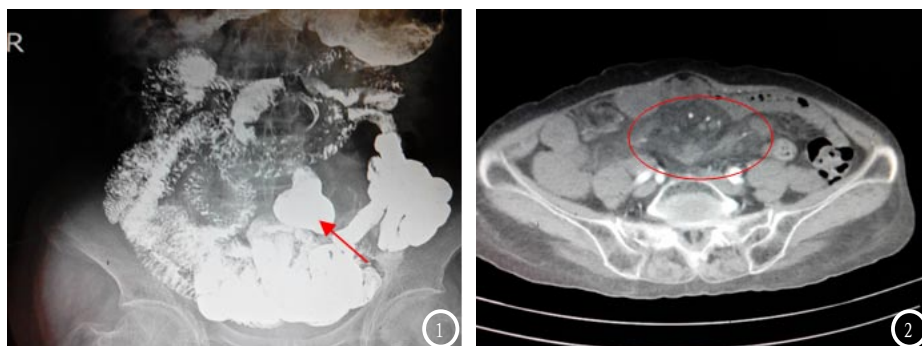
空肠局部见突出的囊状影, 大小 $4.7 \times 4.3\text{cm}$ 。图2: 全腹部CT增强示: 肠系膜增厚, 周围脂肪间隙模糊、密度增高。
